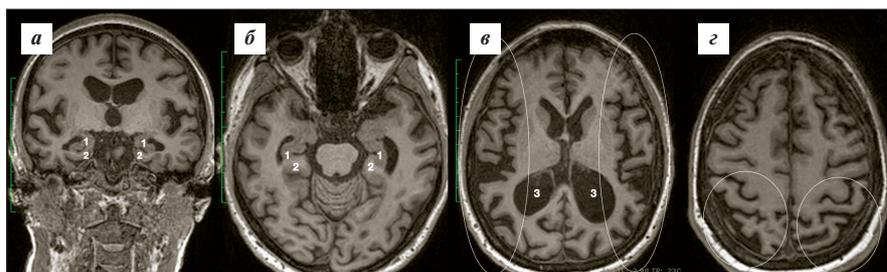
МРТ головного мозга пробанда IV-5 в режиме T1 (2,5 года от дебюта заболевания).
